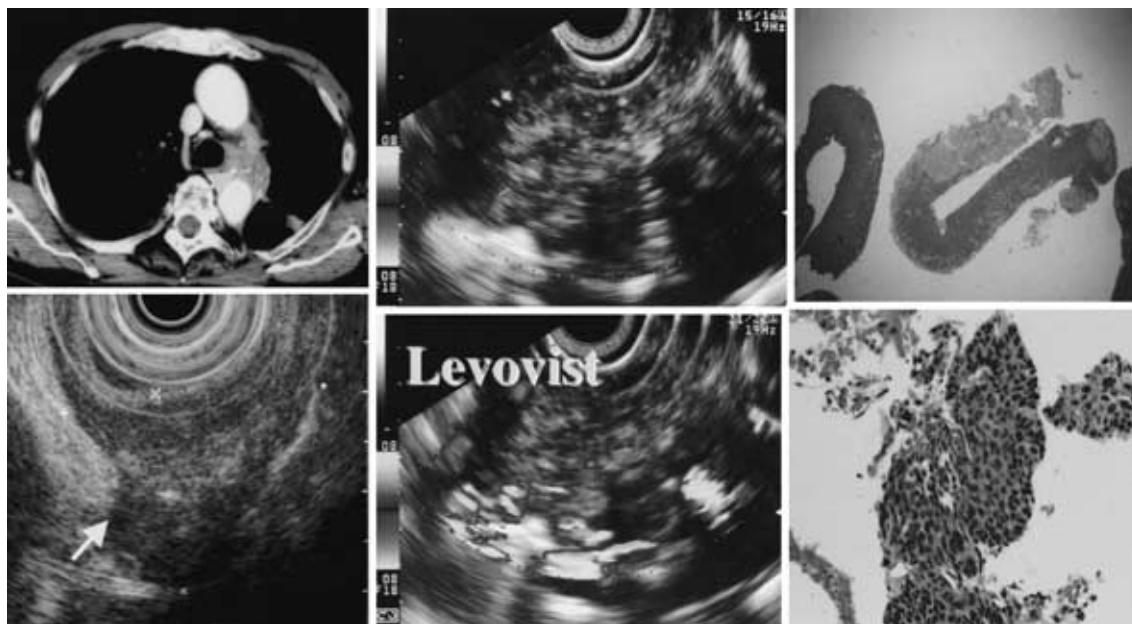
Endoscopic ultrasonography guided fine needle aspiration biopsy.
